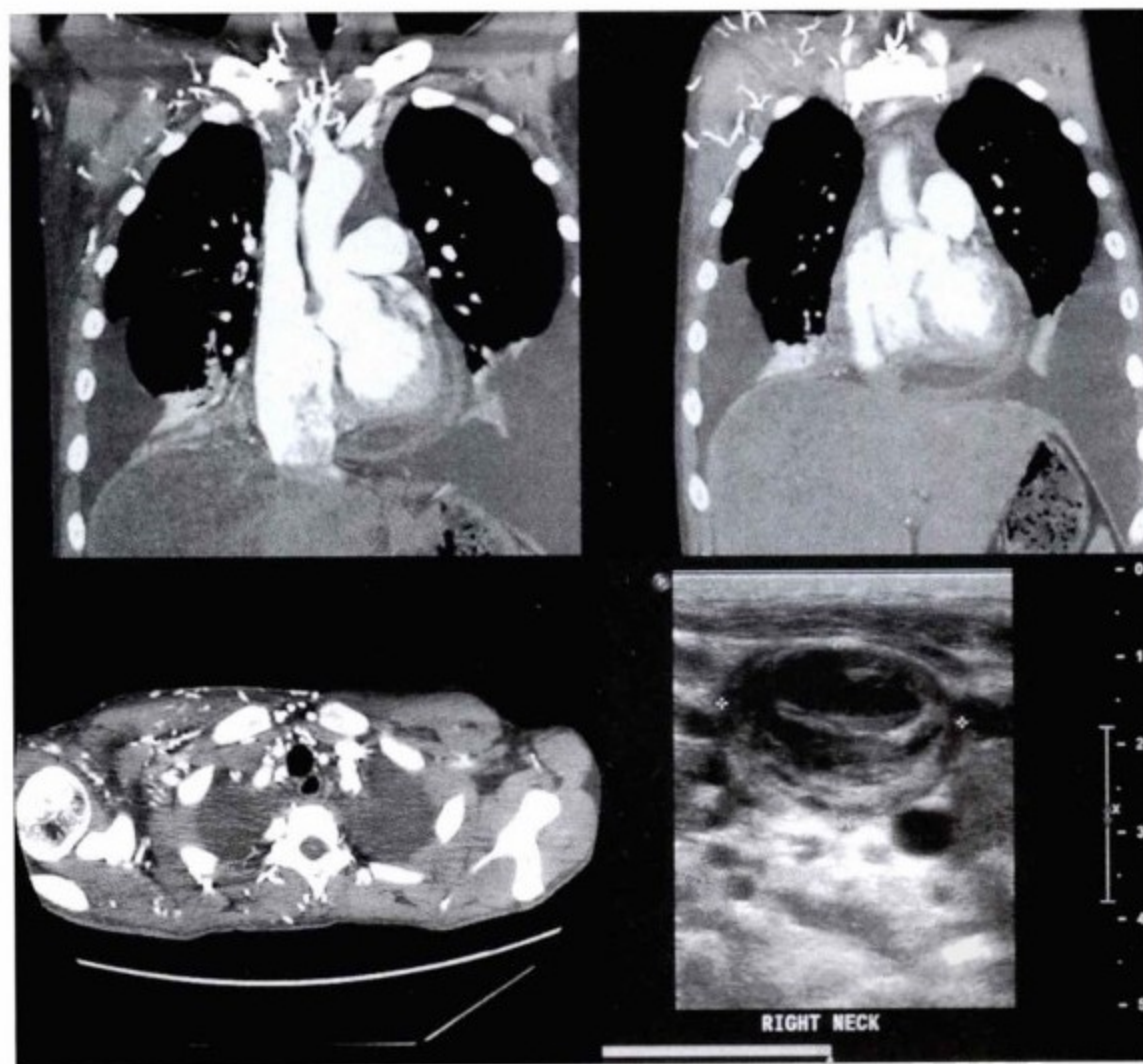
右锁骨下静脉和颈内静脉血栓。上图:增强 CT 示心包增厚,颈内静脉远段血栓,侧支循环建立。左下图:增强 CT 显示丰富的侧支血管。右下图:颈内静脉横切面超声显示血栓。
